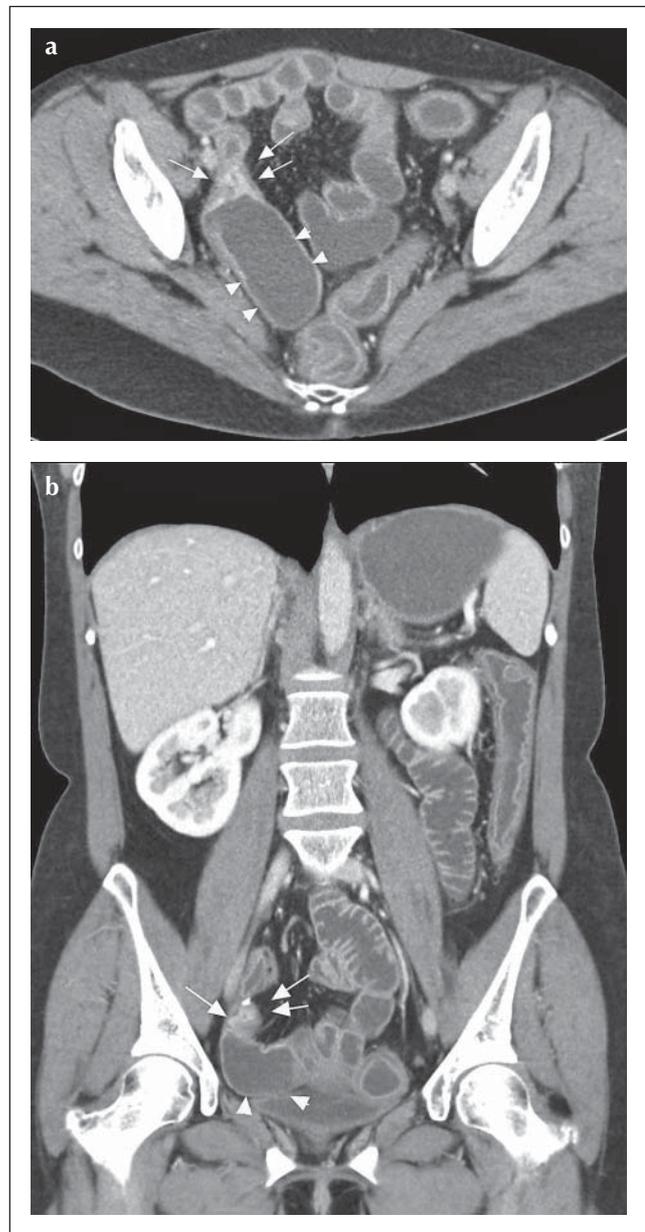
a, b: Morbus Crohn-Rezidiv im neoterminalen Ileum nach Ileocolicresektion. CT-Enteroklysma eines 38-jährigen Patienten zeigt an der Anastomose eine höhergradige kurzstreckige Stenose mit Wandverdickung und verstärkter Kontrastmittelaufnahme (Pfeile), begleitende prästenotische Dilatation (Pfeilspitzen).
